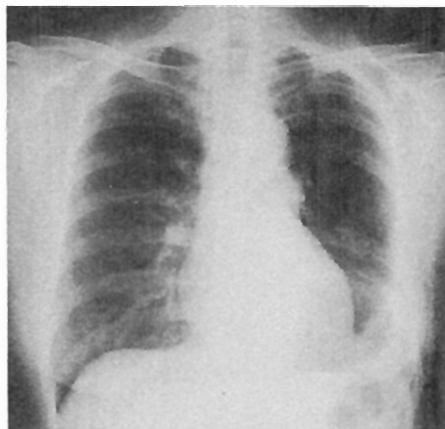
The findings of chest X-ray film are within normal limits as postoperative course of left lower lobectomy.
